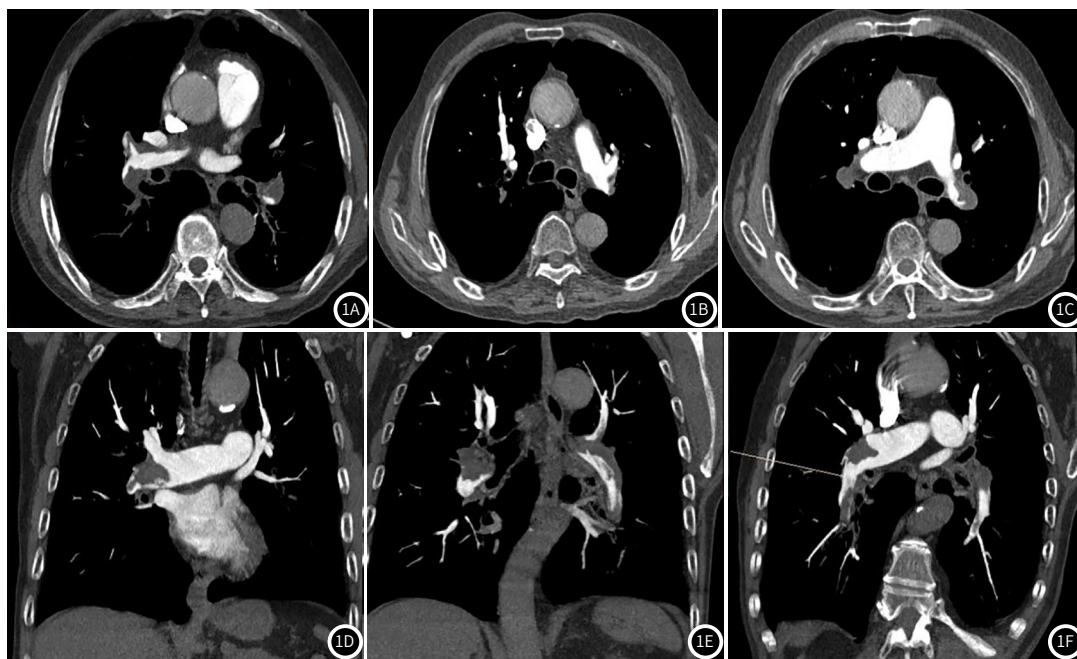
CT及MRA影像学图片。图1A: CT显示双下肺动脉低密度充盈缺损,管腔狭窄;图1B: CT显示双上肺动脉及其分支低密度充盈缺损,管腔狭窄;图1C: CT显示双侧肺动脉主干支低密度充盈缺损,管腔狭窄;图1D: MRA显示右肺动脉主干低密度充盈缺损,管腔狭窄;图1E: MRA显示双下肺动脉及分支低密度充盈缺损,管腔狭窄;图1F: MRA显示双侧肺动脉主干及其分支低密度充盈缺损,管腔狭窄。
